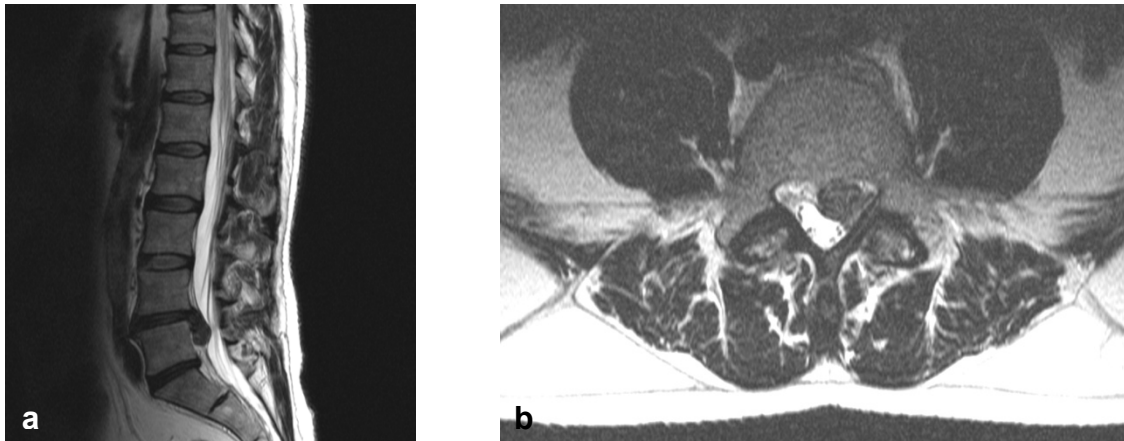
Kernspintomographische T2-gewichtete Darstellung eines großen subligamentären nach kaudal sequestrierten Bandscheibenvorfalles im Segment LWK4/5 links mit Kompression des Duralsackes und der Nervenwurzel sowie eines kleinen Bandscheibenvorfalles im Segment LWK 5/SWK 1 rechts in sagittaler (a) und axialer Ebene (b).
